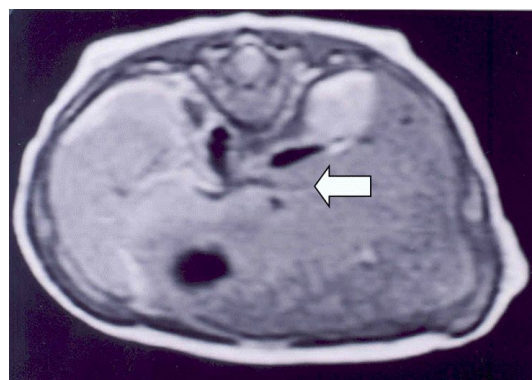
Magnetic resonance imaging shows congenital absence of intrahepatic portal vein.
